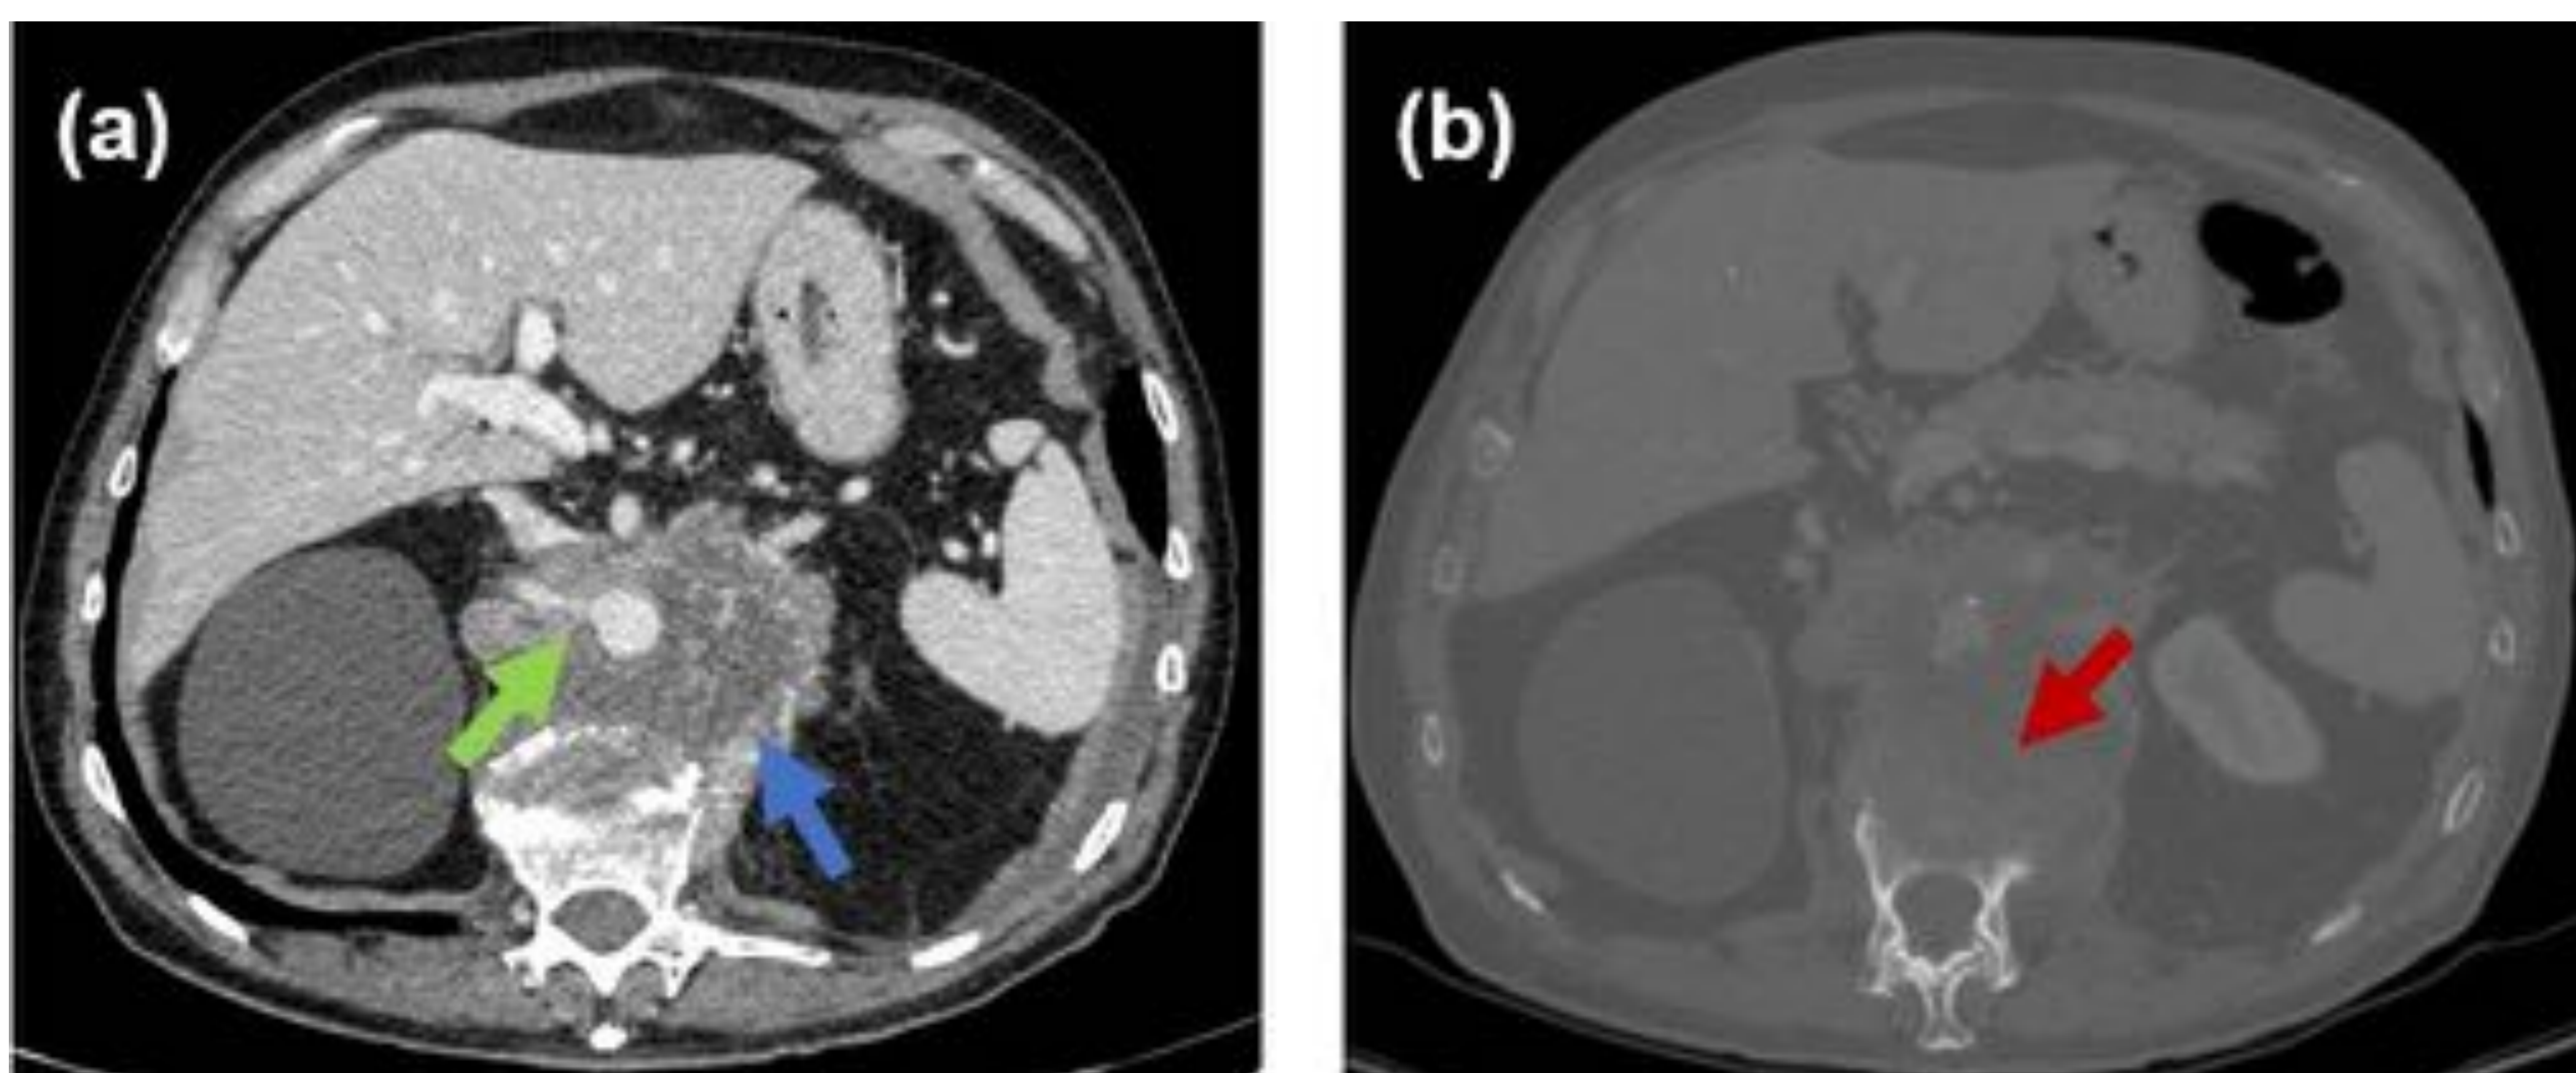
TNE primario retroperitoneal en TC axial con contraste intravenoso en fase venosa con ventana de partes blandas (a) y con ventana de hueso (b). Se aprecia una gran masa retroperitoneal (flecha azul) de márgenes poco definidos, con una zona central más necrótica y con captación periférica de contraste. Se aprecia irregularidad de los bordes de la aorta abdominal con afilamiento de sus principales ramas englobadas en la tumoración (flecha verde) así como erosión del cuerpo vertebral adyacente a esta (b, flecha roja), por lo que nos encontramos ante un TNE de gran agresividad.
